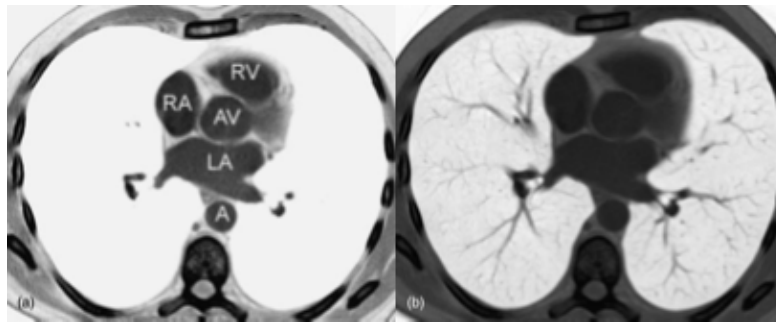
CT do peito, (a) anatomia do mediastino: Átrio direito (RA), Ventriculo direito (RV), Válvula aórtica (AV), Aorta (A), Átrio esquerdo (LA). (b) Anatomia do pulmão. Fonte:(Arnold, 2012)
